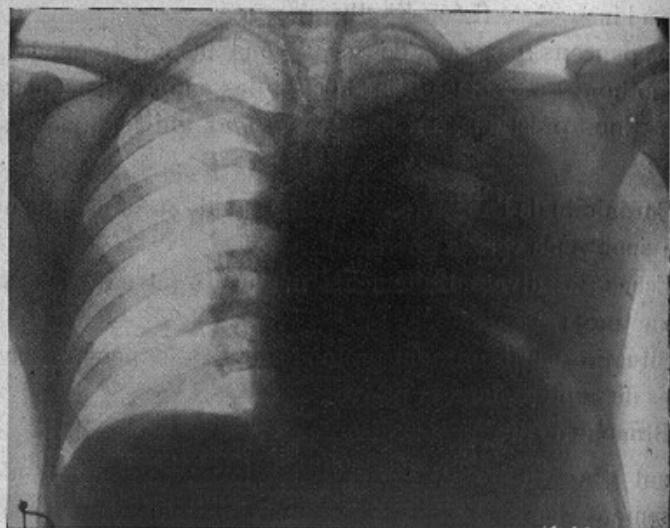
Radiographie n° 1. Avant ponction (Inédit).
